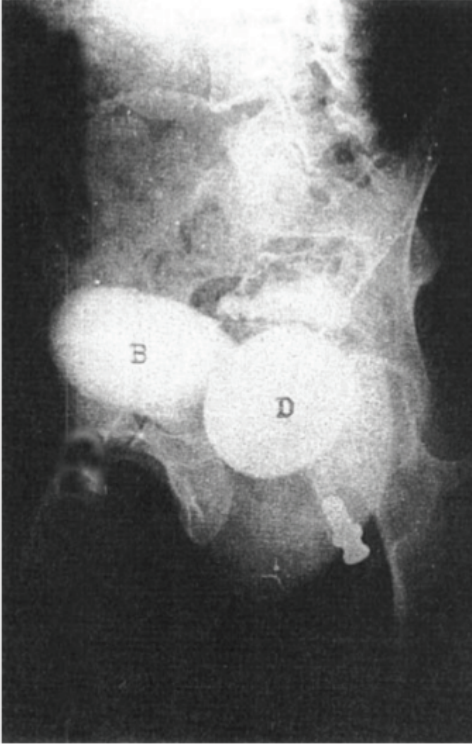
Radiographic lateral view of the device (D) and the bladder (B).
